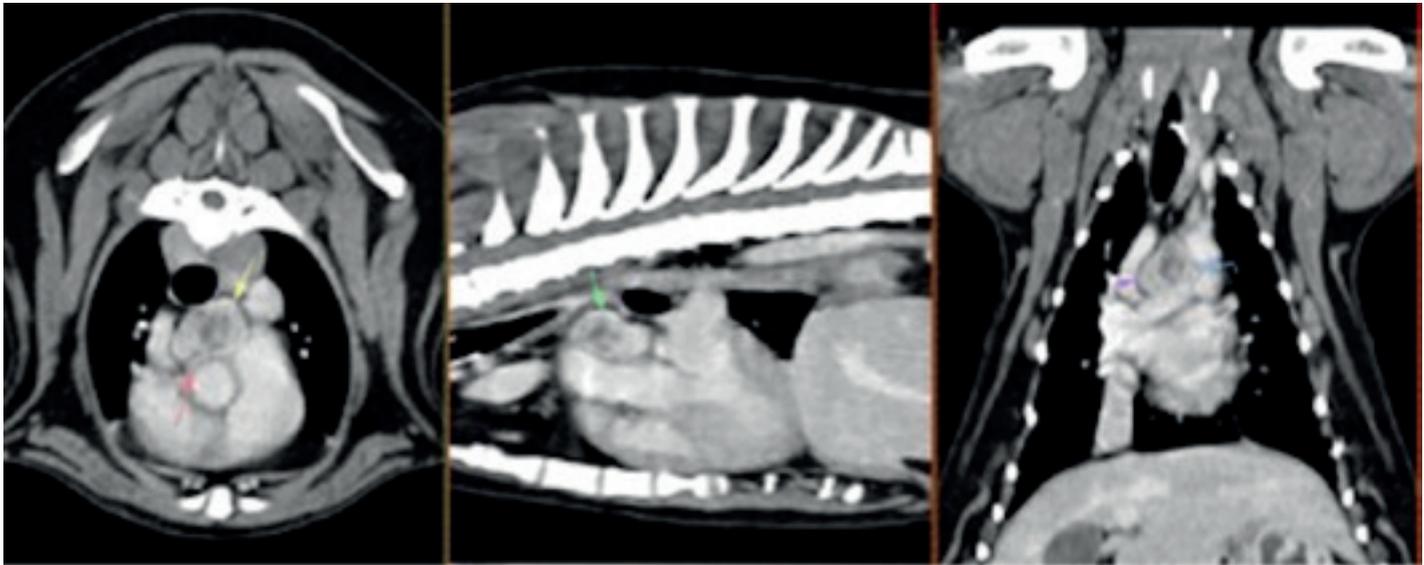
TC torácico proyección axial, lateral y dorso ventral donde se observa una masa localizada a nivel de la base aórtica (flechas)
